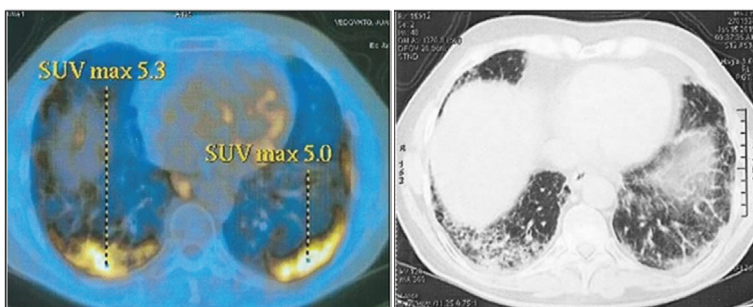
PET-TC y TC de tórax inicial
